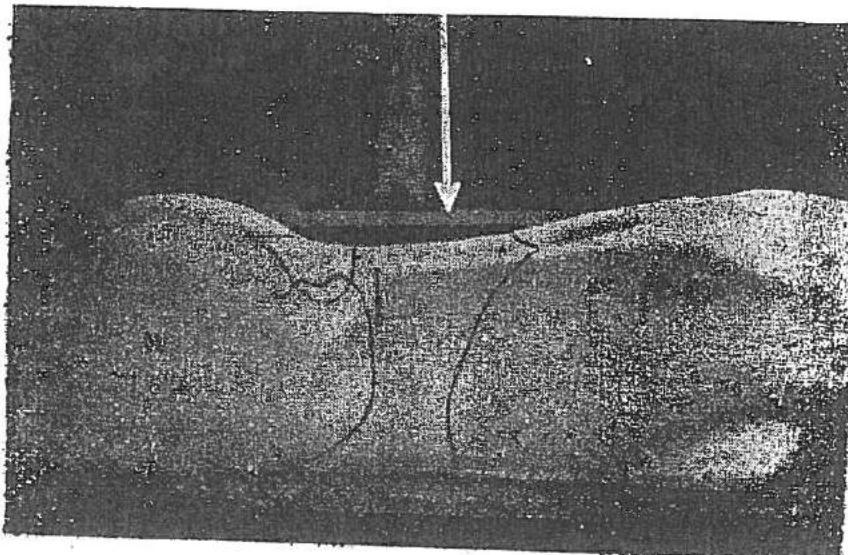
Poziția pentru radiografia veziculei biliare.
